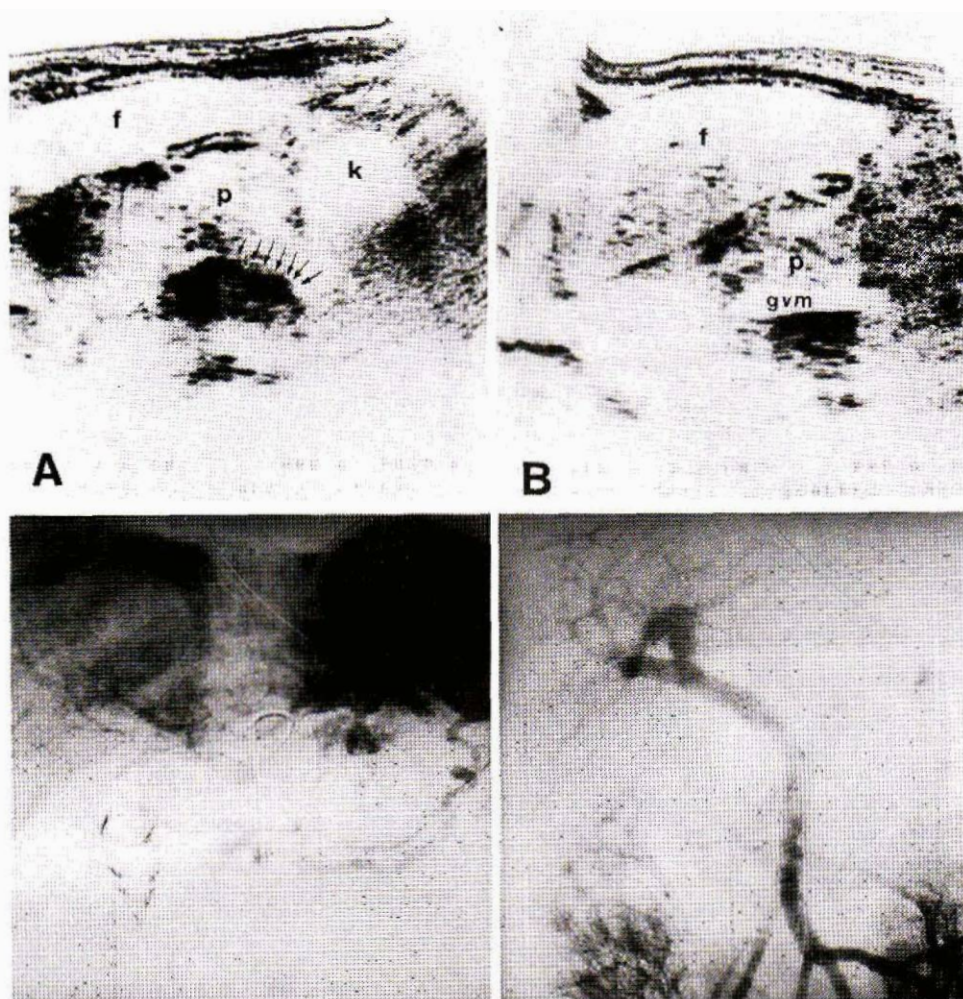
A : coupe ultrasonore transversale : effacement de la veine splénique sur la totalité de son trajet (flèches), persistant en inspiration profonde. Tuméfaction pancréatique globale d'échostructure anormalement transonique (P). Faux kyste corporel (K).
